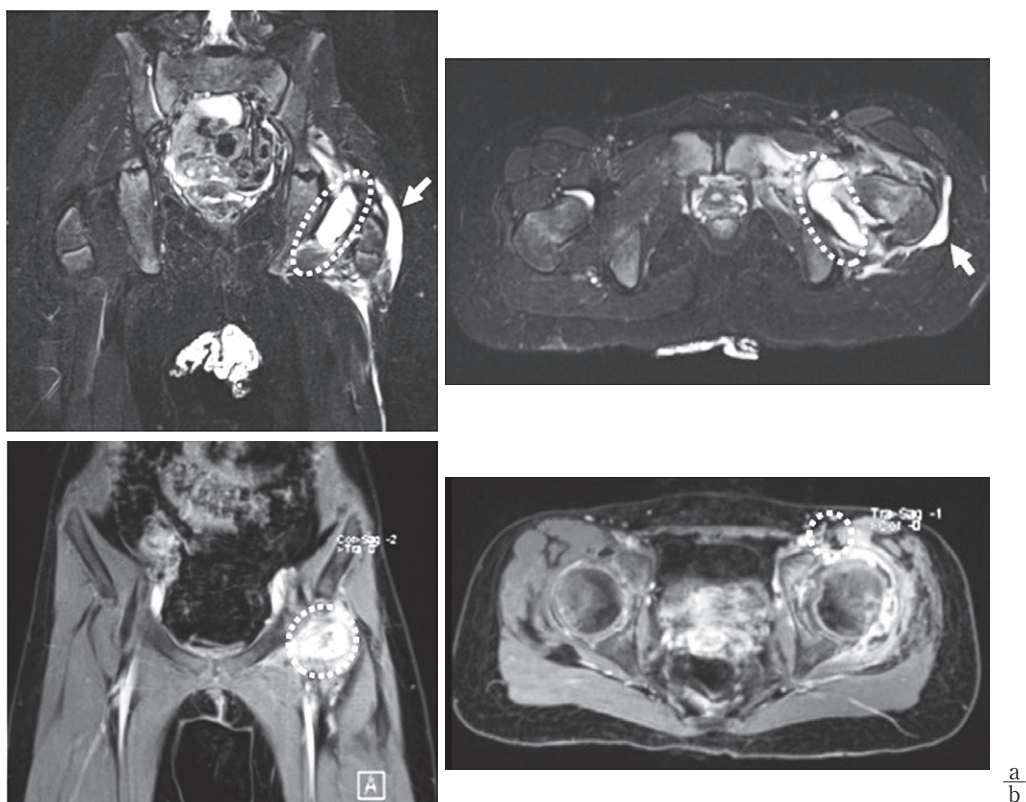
入院4日目のMRI(a: STIR b: 造影)
